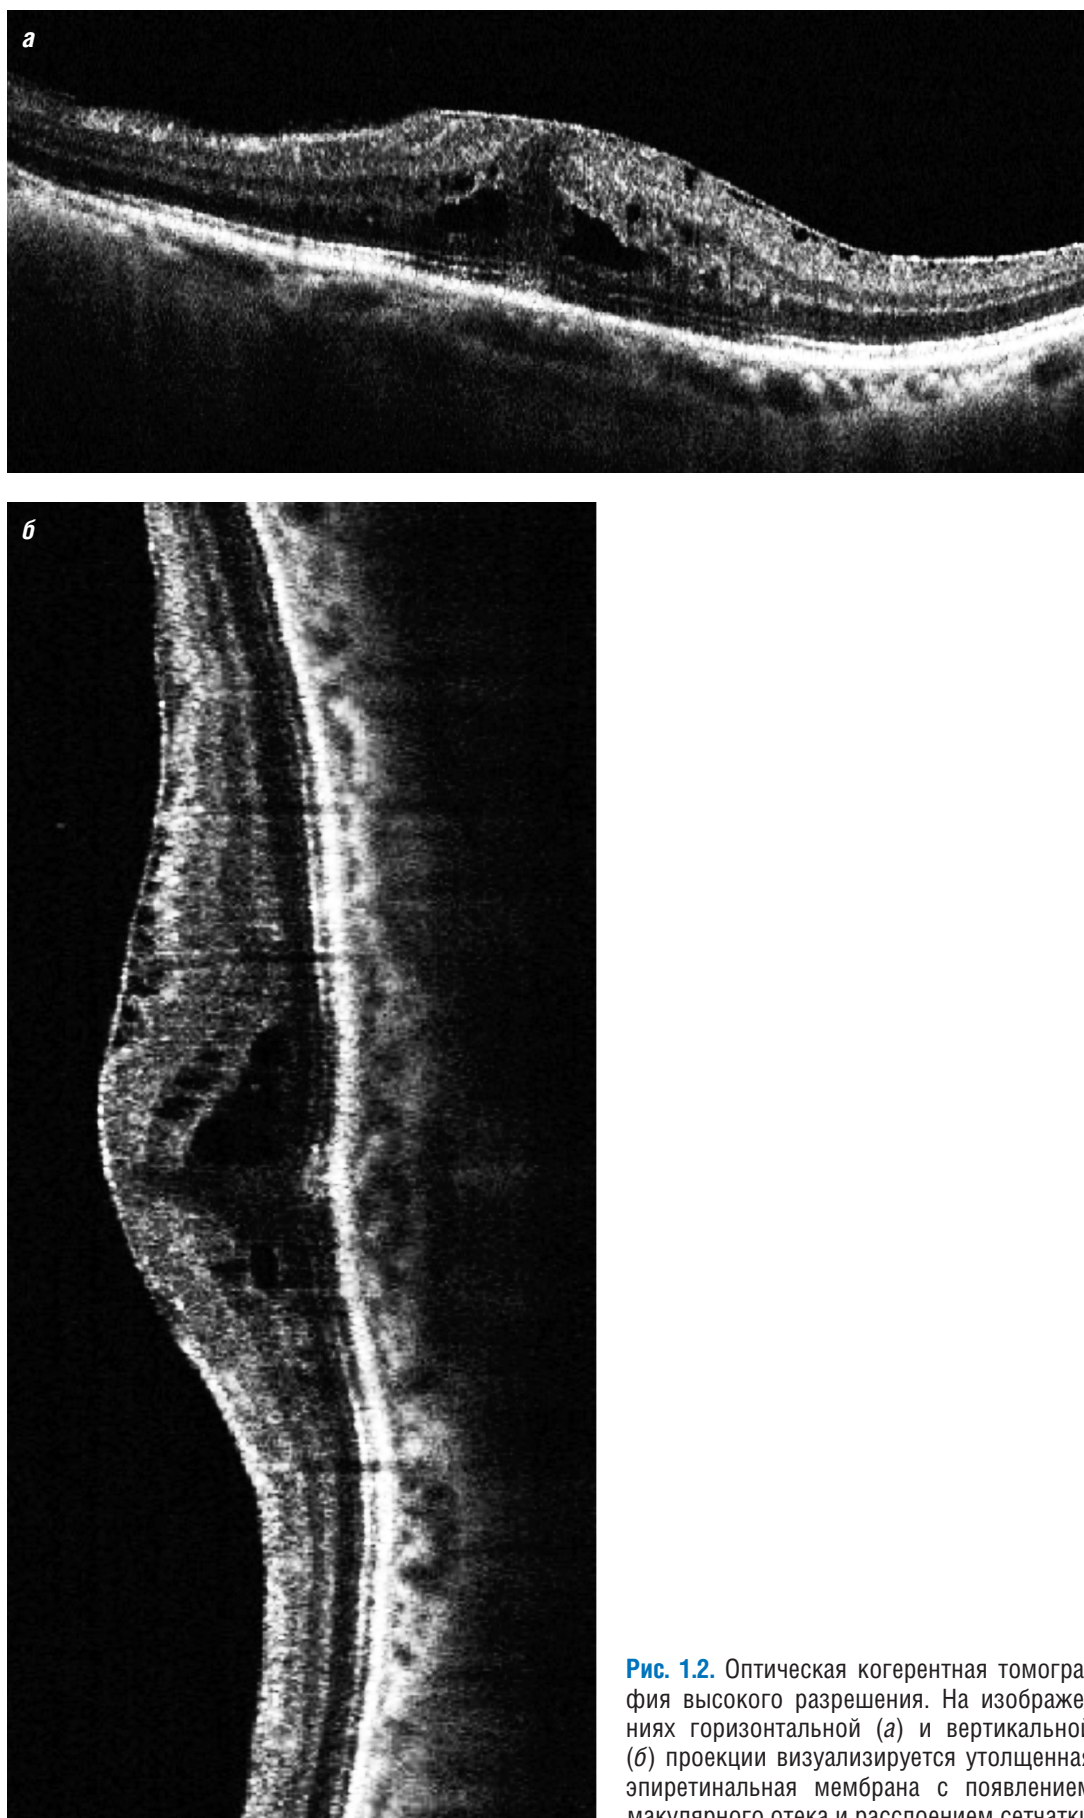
Оптическая когерентная томография высокого разрешения. На изображениях горизонтальной (а) и вертикальной (б) проекции визуализируется утолщенная эпиретинальная мембрана с появлением макулярного отека и расслоением сетчатки
